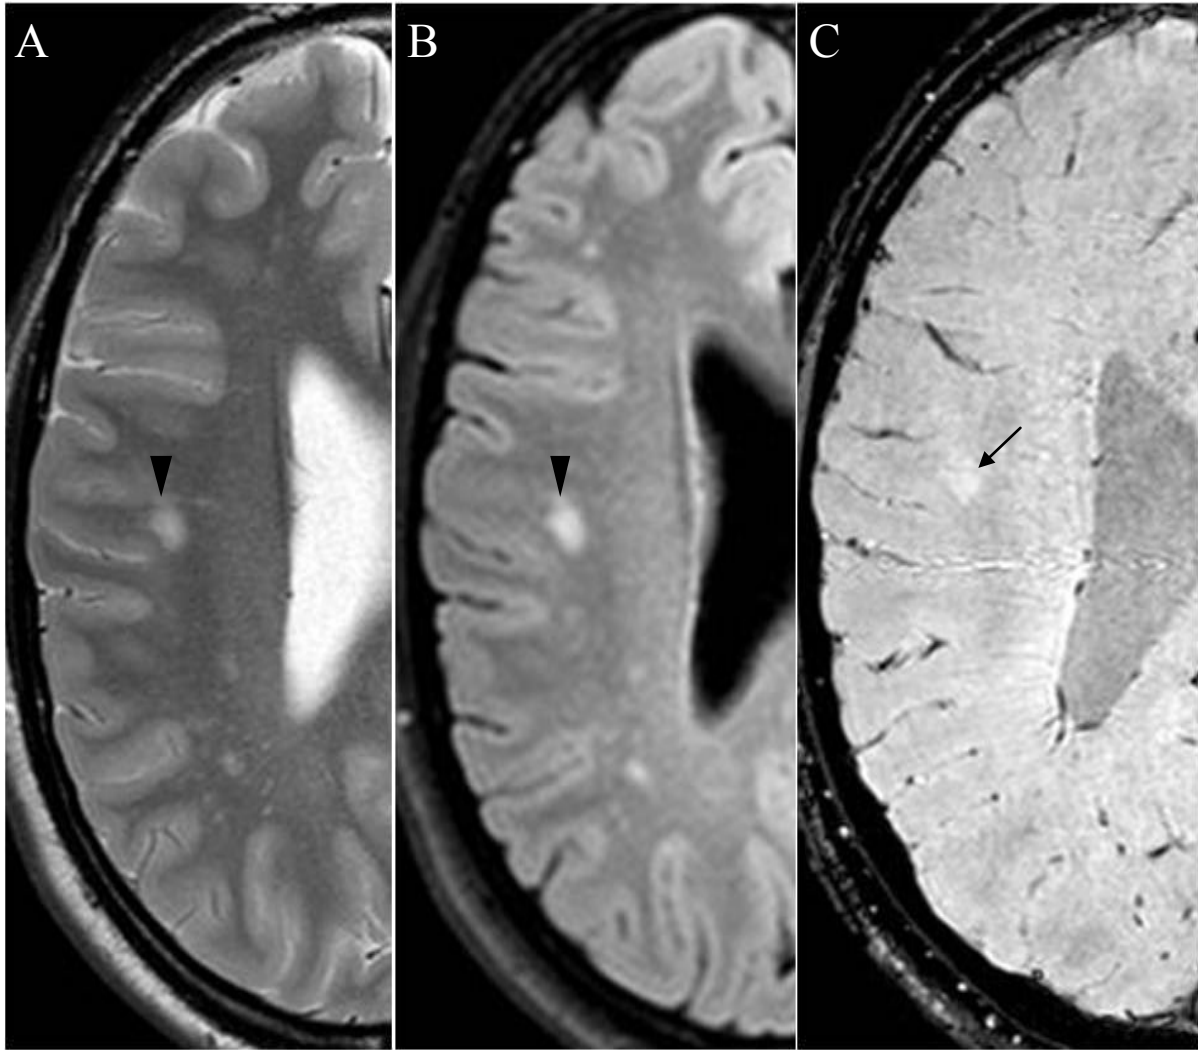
Axiale T2-gewichtete Aufnahme (A), axiale FLAIR Aufnahme (B) und axiale SWI Aufnahme (C) eines 15-jährigen Patienten ohne MS. Die interessierende Läsion liegt rechts subkortikal (Pfeilspitze). In der SWI Aufnahme (C) ist eine durch die Läsion verlaufende Vene zu sehen, die jedoch nicht mit der Längsachse der Läsion übereinstimmt, daher wurde die Läsion als negativ bezüglich einer zentralen Vene gewertet.
